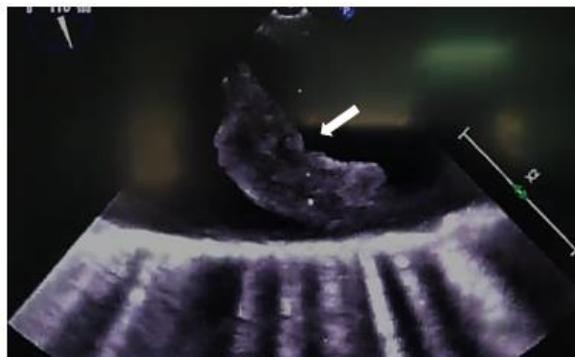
Ecocardiograma transesofágico: la flecha indica la placa ulcerada con trombo móvil de 22 mm X 4 mm de espesor en aorta.
